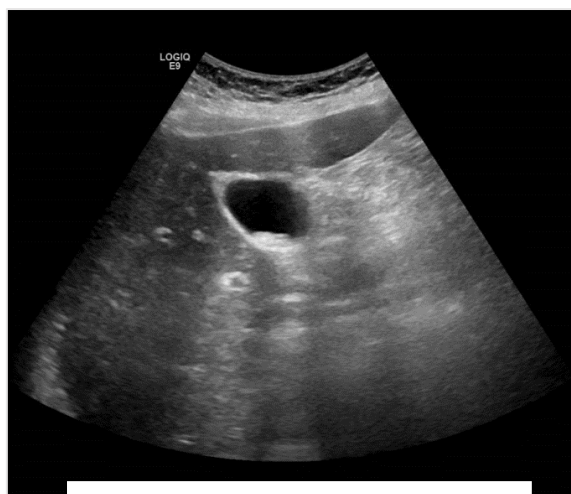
ecografía abdominal con hallazgo de coledistolitiasis no complicada
